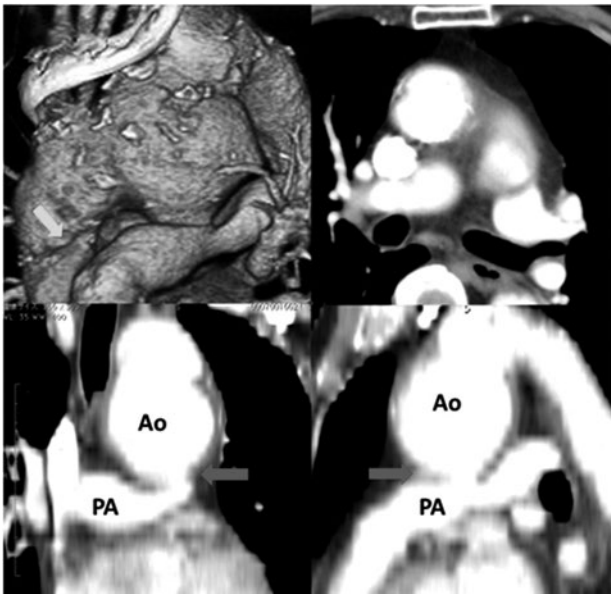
Preoperative computed tomography revealed pulmonary artery was compressed by huge sacular aneurysm of distal arch (3D image) and indicated the continuity between aorta and pulmonary artery (coronal & sagittal view, allows). There was dissection in ascending aorta (3D image, arrow).
